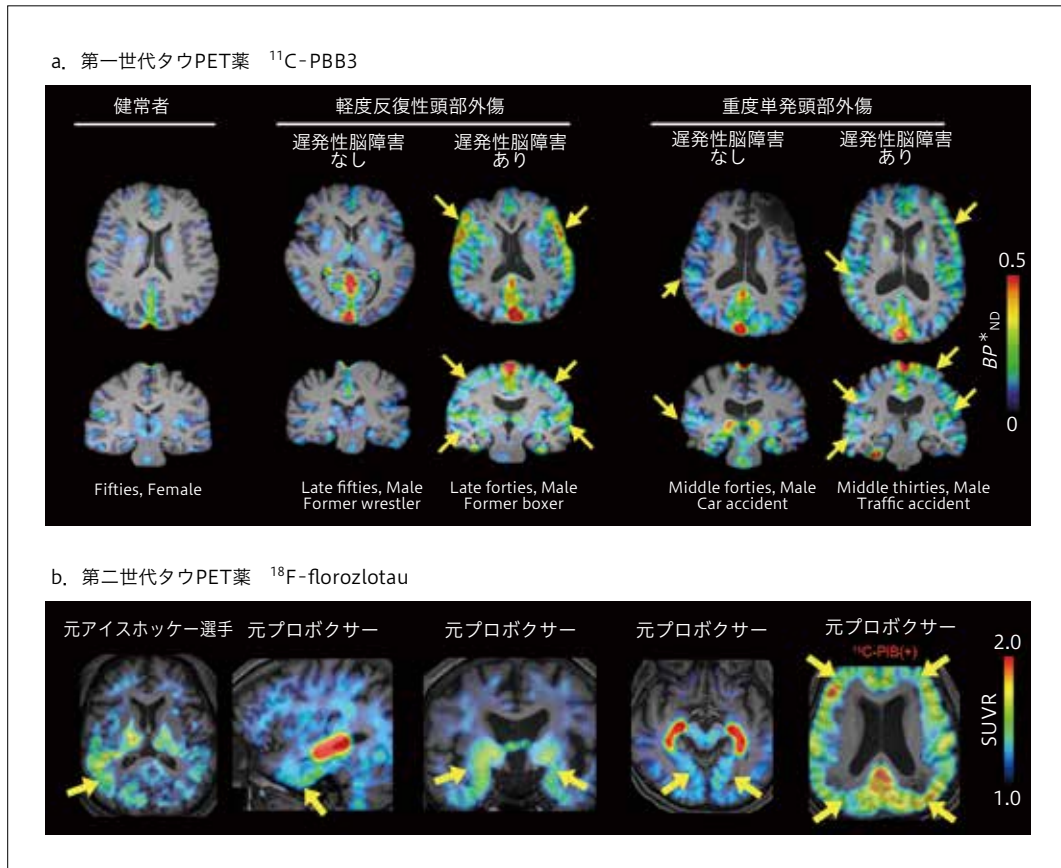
慢性外傷性脳症 (CTE) のタウPET画像
